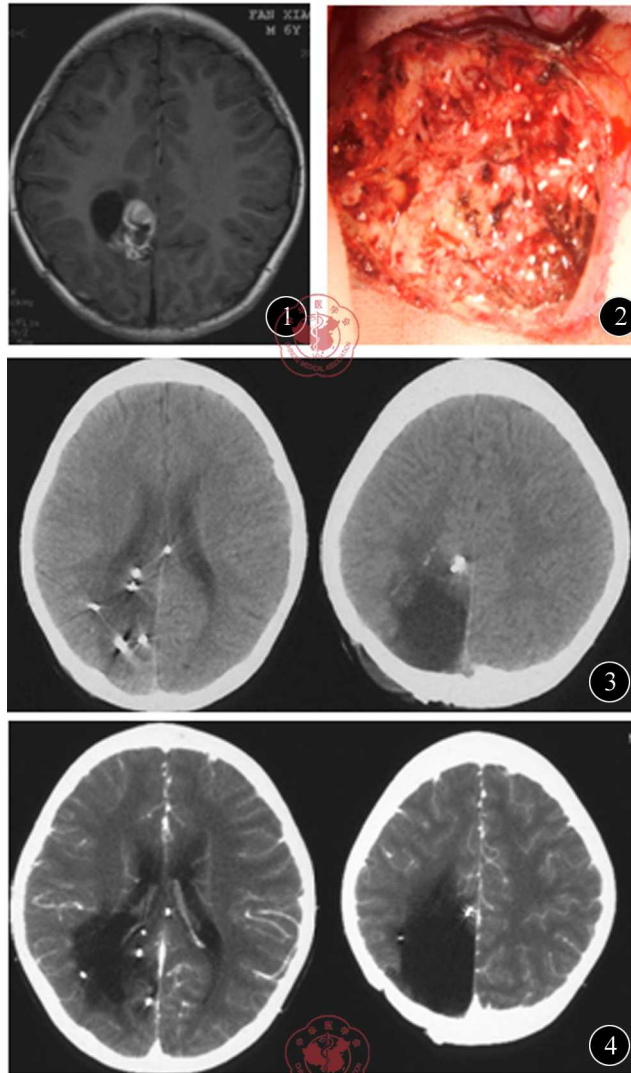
~4 患者行神经导航下显微手术肿瘤切除术联合术中永久性植入 ^{125}I 和5-FU。图1 术前强化MR显示肿瘤实性部分明显强化,囊性部分无强化,部分囊壁呈线性强化 图2 肿瘤切除后于瘤床上永久性植入 ^{125}I (金属银色)和5-FU(白色) 图3 术后1周内行CT显示 ^{125}I 分布于瘤周壁 图4 术后6个月强化CT显示 ^{125}I 仍存在,持续照射肿瘤,手术区为肿瘤液化坏死呈低密度影,未见手术区明显肿瘤强化
